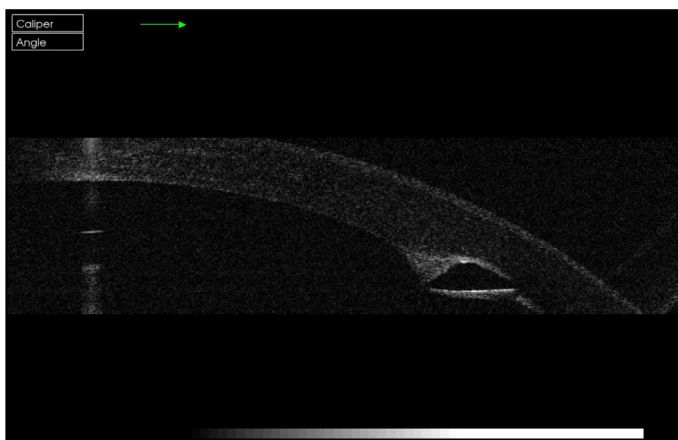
Tomografía de coherencia óptica de segmento anterior del ojo izquierdo, antes del explante del segmento intraestromal corneal (SIC).
